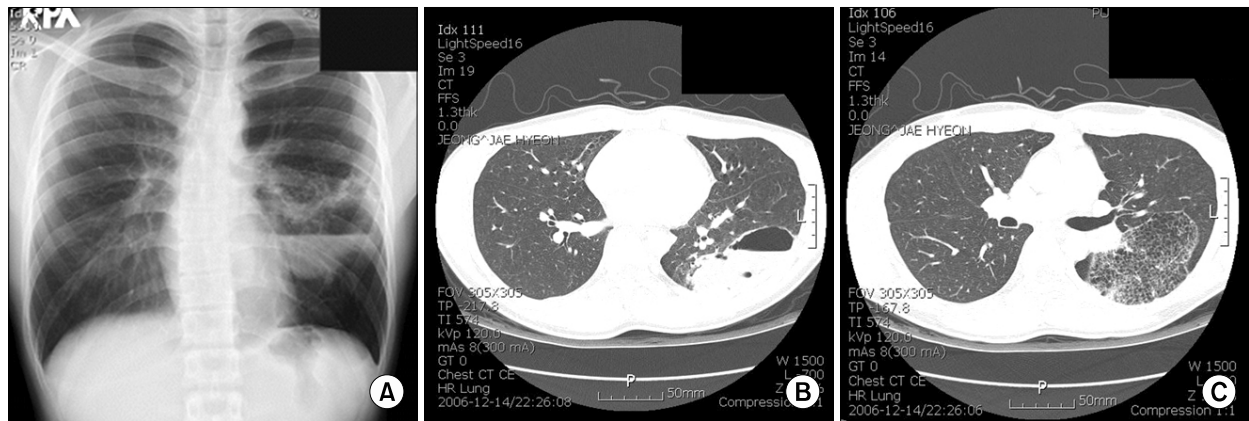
There are multiple cystic lesions, about 6~7 cm in diameter in the left middle lung field. Pneumonic consolidations and air fluid levels are in and around the cystic lesions (A). At the level of the left inferior pulmonary vein, the lesion contains about 4.5 cm in diameter cystic space (B). The CT scan at the level of left main bronchus reveals innumerable fine cystic lesions in the superior segment of the left lower lobe (C).
